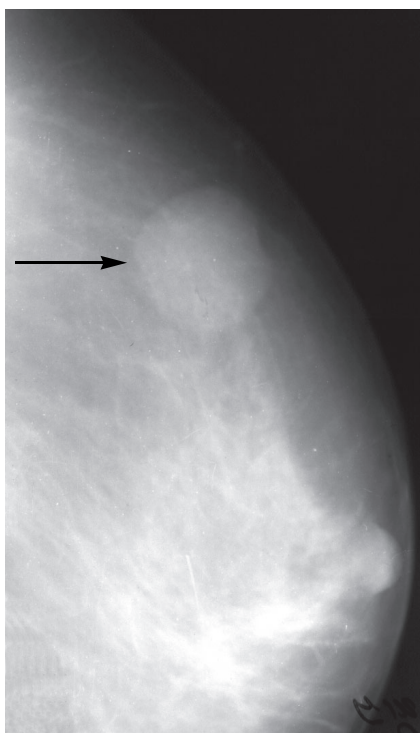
Маммограма (бокова проекція) у жінки 43 років: на фоні ущільненого залозистого малюнка виділяється округла тінь розміром 2х2 см з чітким зовнішнім контуром, гомогенної структури, середньої інтенсивності. Рентгенологічно: фібroadенома молочної залози (1), дифузна фіброзна мастопатія (2).
